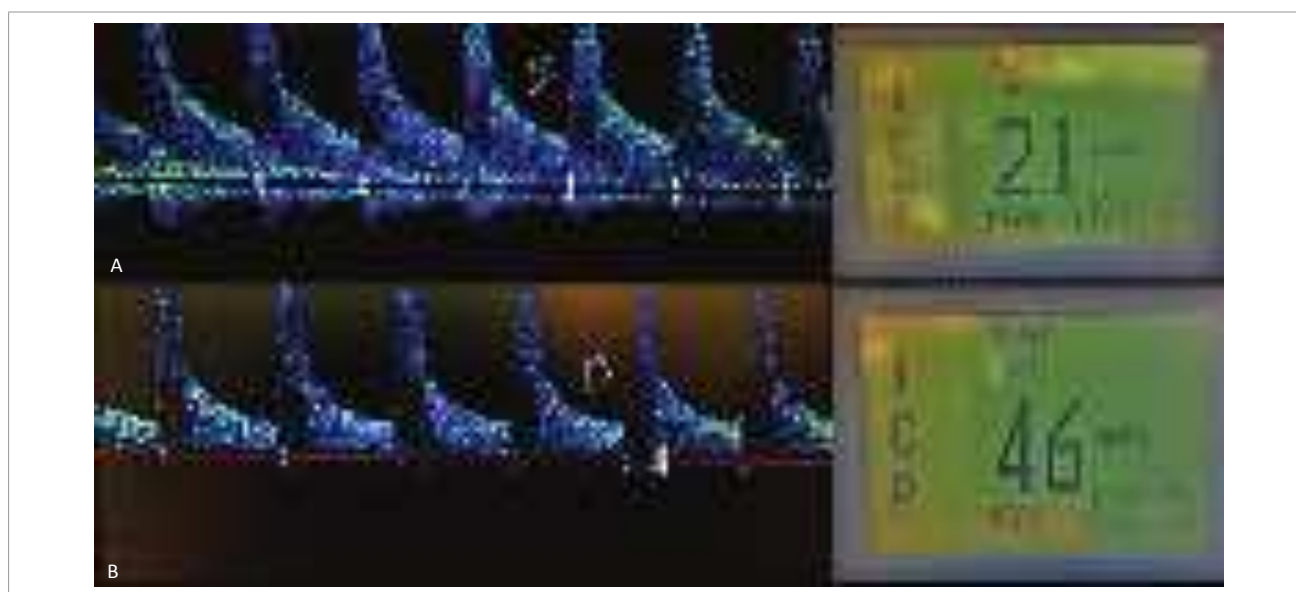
(A) Imagem de Doppler transcraniano da ACM demonstrando curvas sistólicas e diastólicas (seta) dentro da normalidade. (B) Imagem de Doppler transcraniano da ACM demonstrando diminuição da curva diastólica (seta) compatível com aumento da pressão intracraniana.
